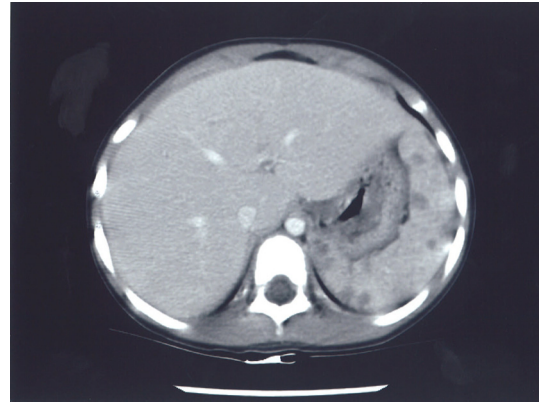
Contrast enhanced abdominal CT scan, demonstrating multiple variable sized low attenuated lesions scattered in the spleen.
